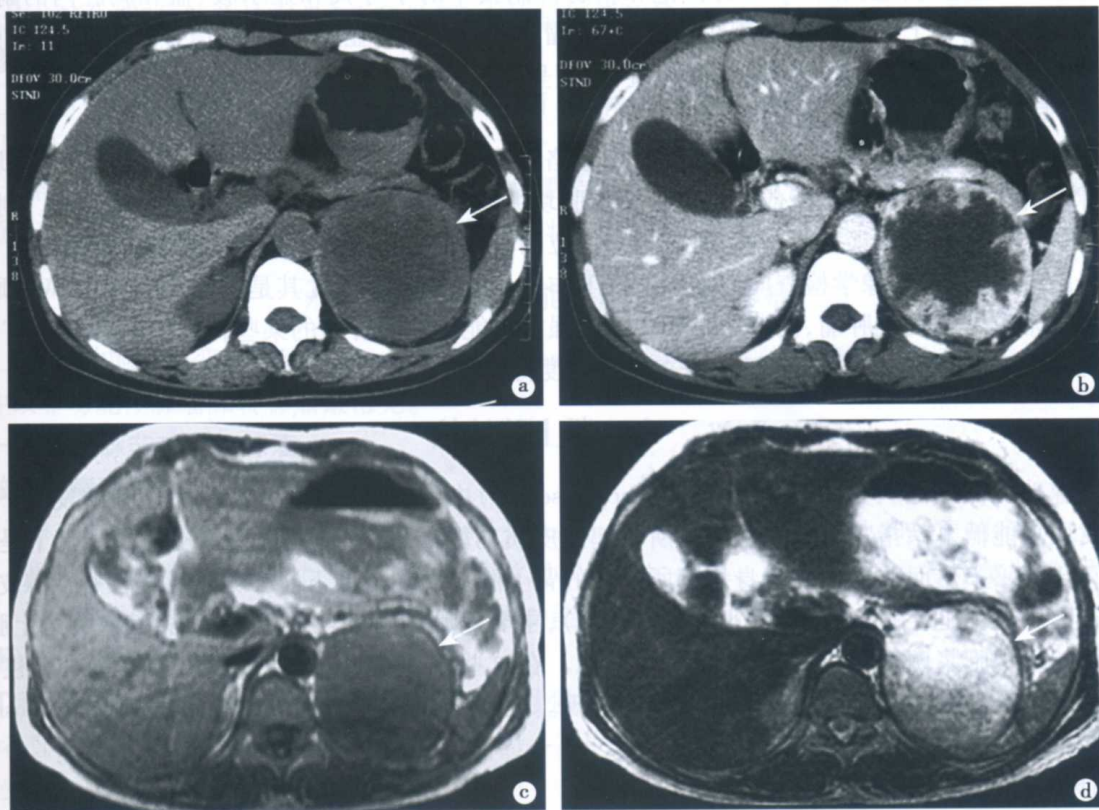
左肾上腺嗜铬细胞瘤CT和MRI表现
